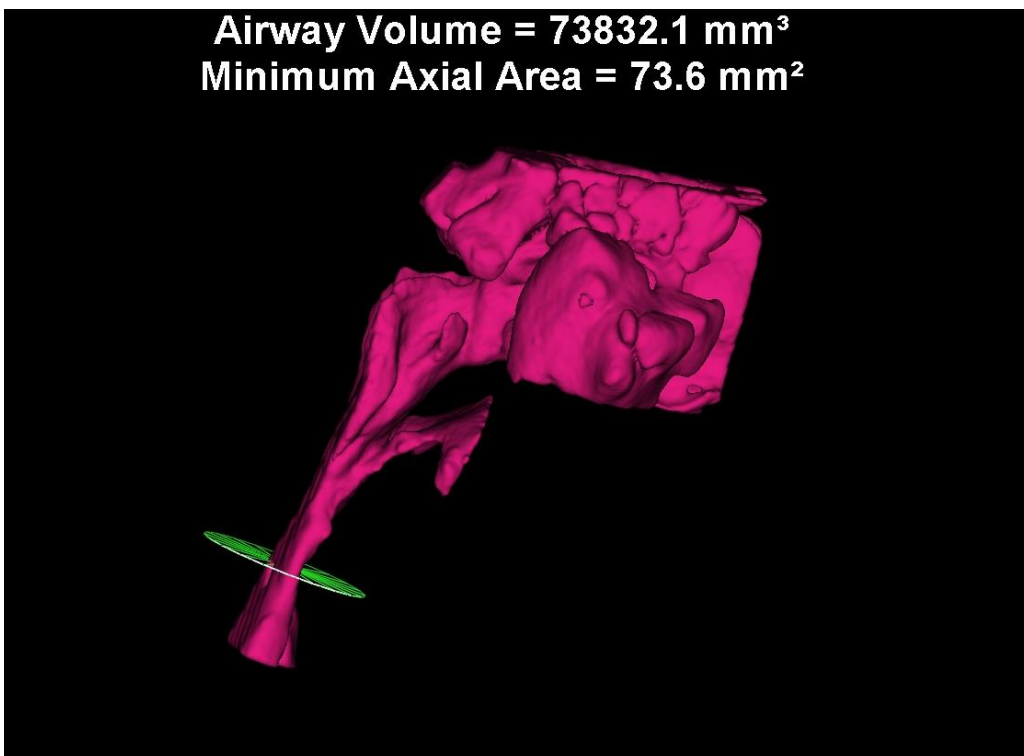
Tomografia Lateral destacando o Volume da Região Orofaríngea e Bucofaríngea pós Bionator.
